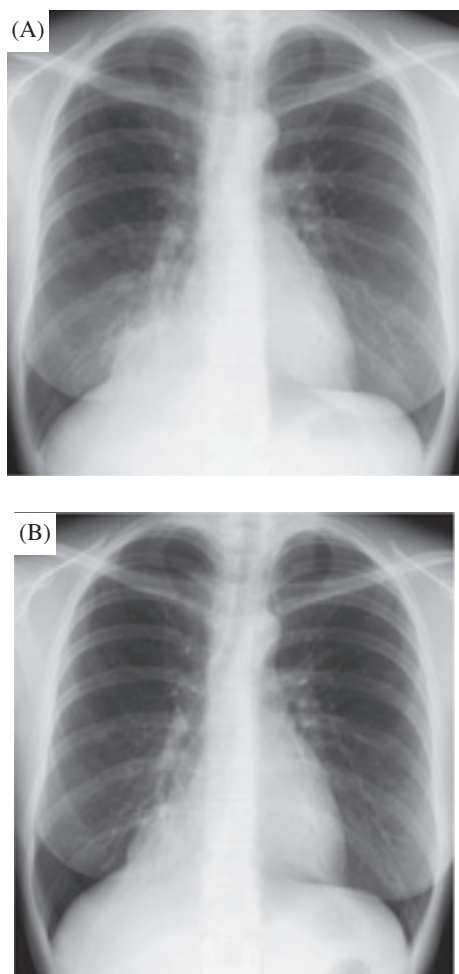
(A) Chest X-ray on admission revealed consolidation in the right lower lung field. (B) Chest X-ray 21 days after admission revealed improvement of it.
